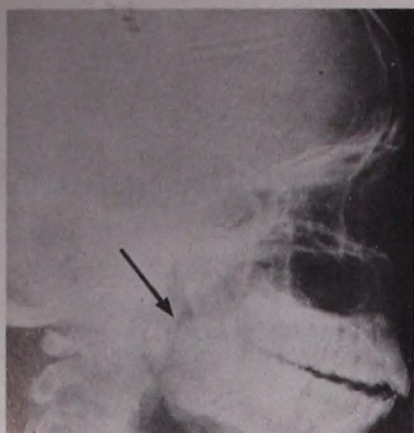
Radiografía lateral que muestra la presencia de una masa pediculada que obstruye en forma significativa el paso de aire en orofaringe. (Ver flecha)
